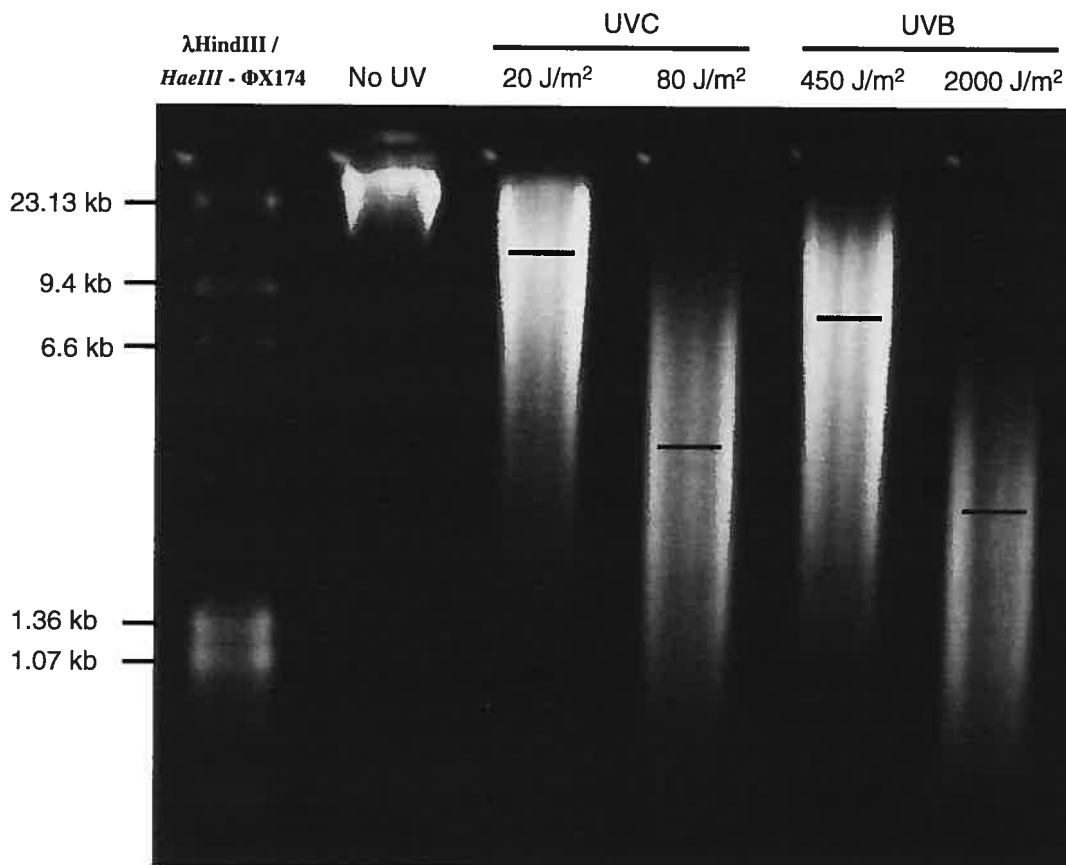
Analyse de la quantité de CPDs générés dans les cellules humaines TK6 après irradiation aux UVB ou aux UVC 254nm.
